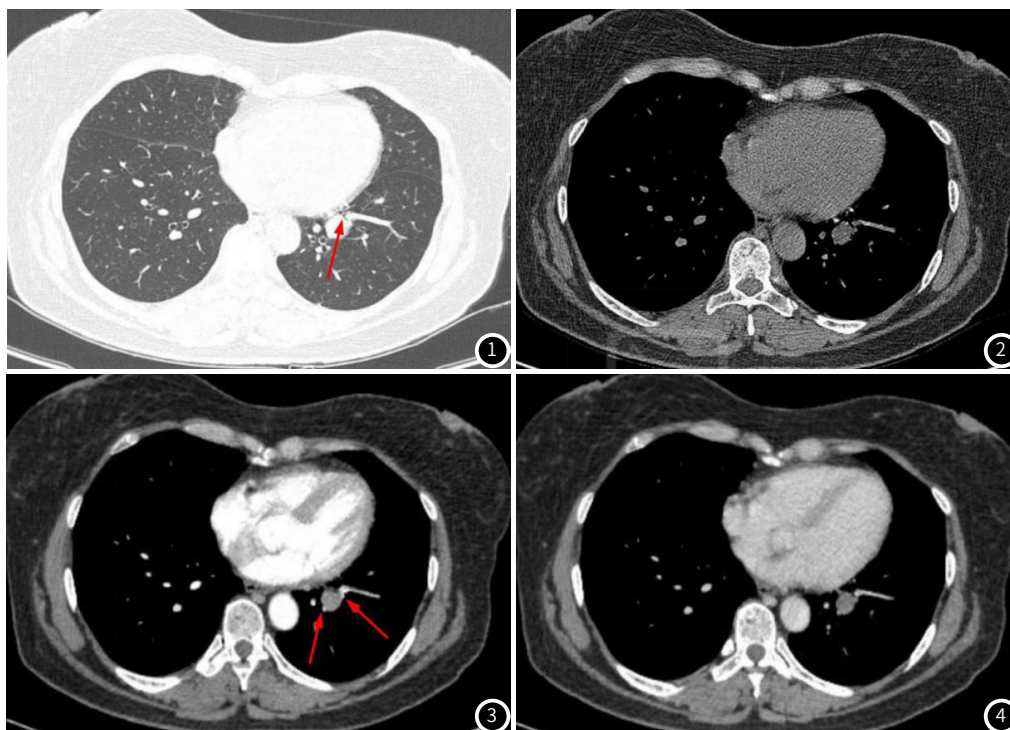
CT平扫肺窗示左肺下叶基底段单发实性结节灶, 边界清楚、光整, 邻近前内基底段支气管受压变窄(红色箭头)。
